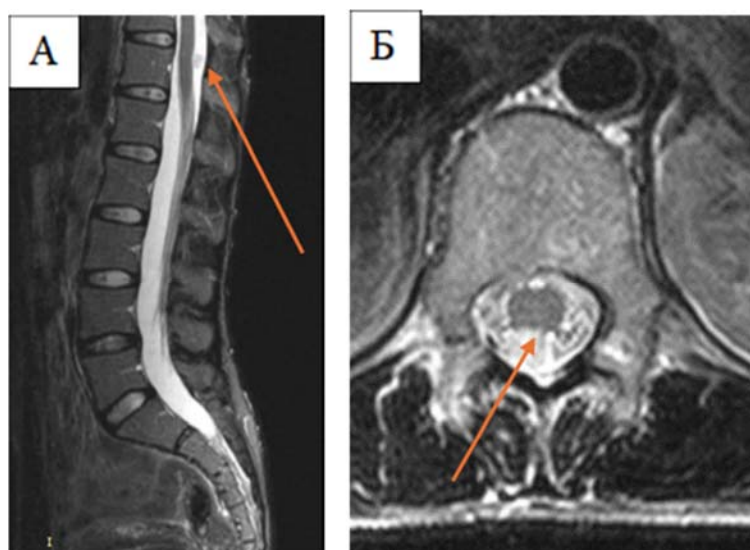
МРТ спинного мозга в сагиттальной (А) и аксиальной (Б) проекциях в Т2-ВИ режиме с контрастным усилением, на которых представлена экстрамедуллярная опухоль (выделена стрелкой) на уровне Th₁₂ позвонков
